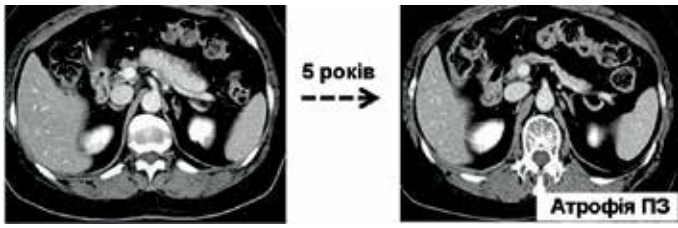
Зменшення об'єму ПЗ (атрофія) у динаміці спостереження за хворим літнього віку за даними КТ (за Y. Yamada et al., 2020 [20]).
